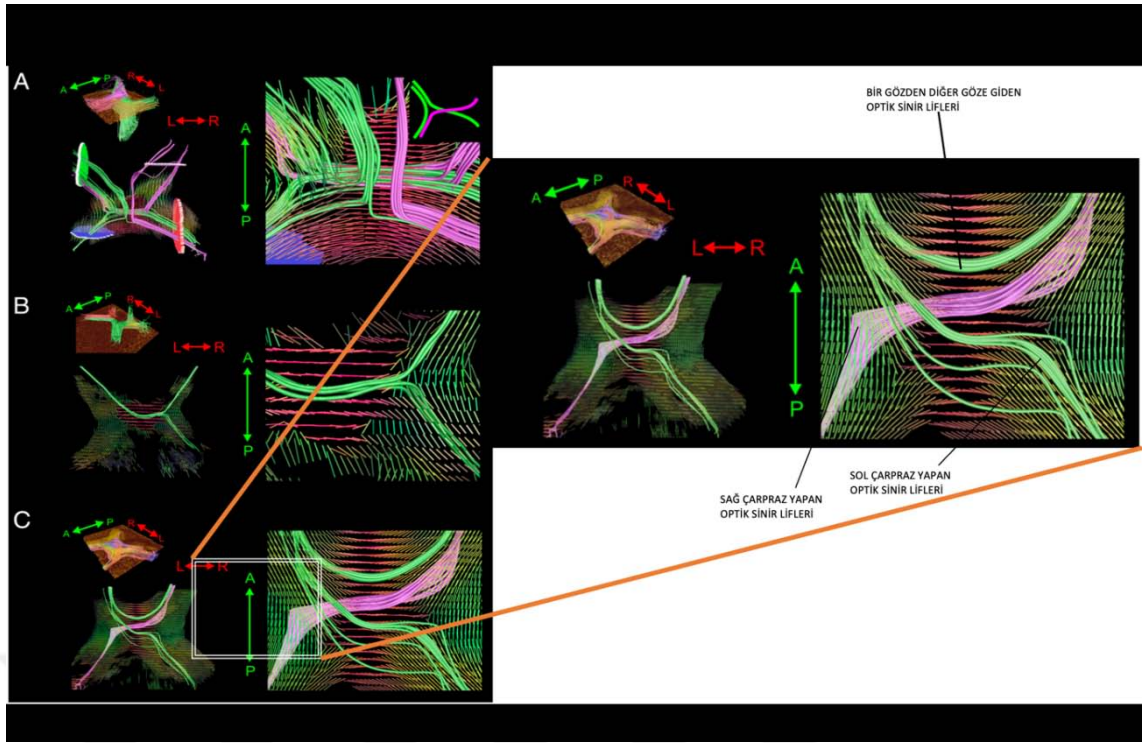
Optik kiazma traktografisinin superiordan görünümü. a) mavi ile boyalı lifler sağ çapraz yapmayan optik sinir lifleri, yeşil ile boyalı lifler sol çapraz yapmayan optik sinir lifleri b) pembe ile boyalı lifler sol çapraz yapan optik sinir lifleri, mor ile boyalı lifler sağ çapraz yapan optik sinir lifleri
